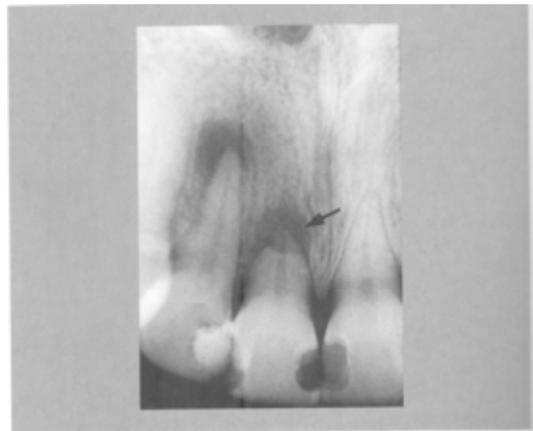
Radiografía del incisivo central, con una extensa reabsorción ⁶.
